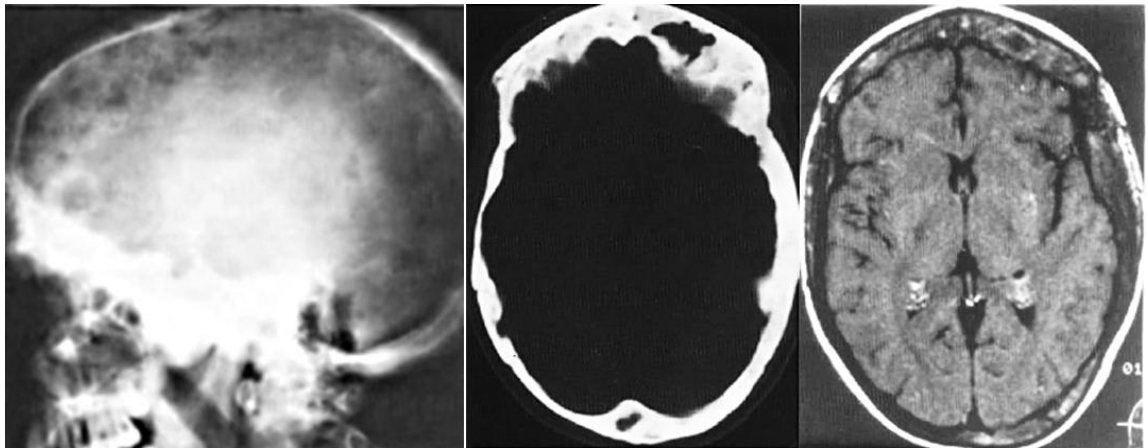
Внутрішньокісткова форма поліосальної ФД. Рентгенограма черепа в бічній проекції, КТ і МРТ T133 в аксіальній площинах одного хворого – на зображеннях визначається поліморфізм змін кісток склепіння при цій патології – якщо на рентгенограмі переважає комірчаста структура, то на КТ і МРТ чітко візуалізуються окремі кісти, вогнища прозорої фіброзної тканини, а також скостенілі ділянки.
